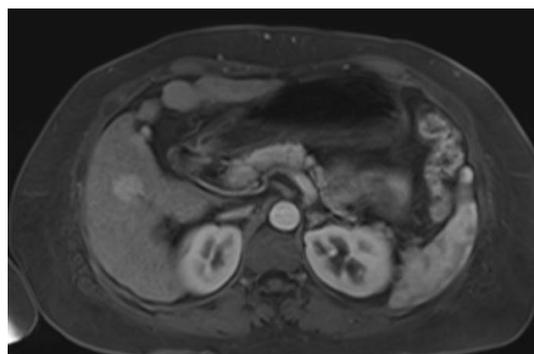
Resonancia de Abdomen, corte axial, secuencia T1 con contraste, a los 20 segundos.
